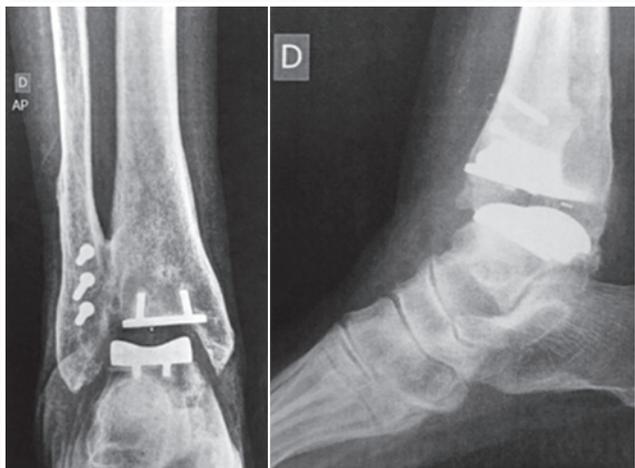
Radiografias pós-operatórias
